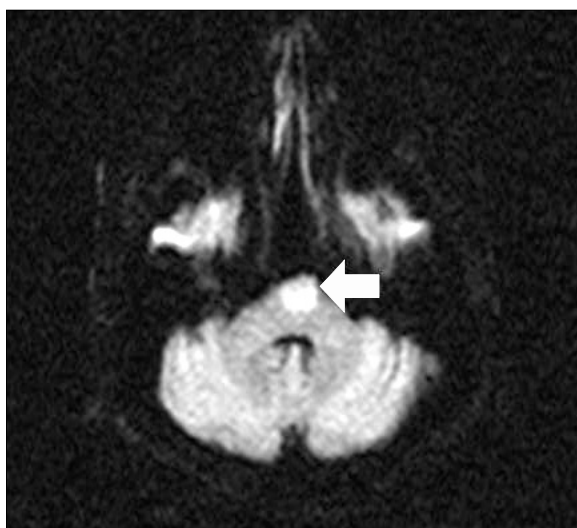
Brain MRI. Diffusion weighted imaging (DWI) shows an acute ischaemic lesion at pons. Arrow represents bilateral pons infarction
